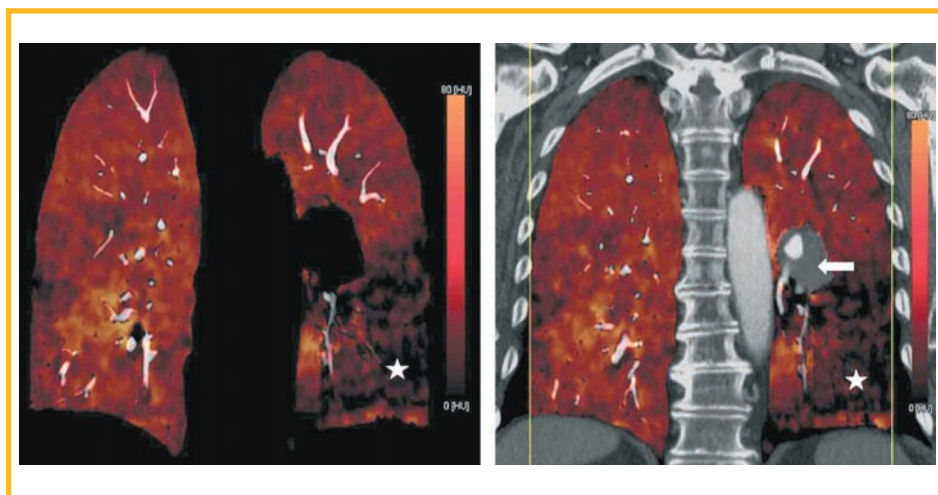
Фронтальная двуэнергетическая компьютерная томограмма с цветной картой объема перфузированной крови у больного хронической тромбоэмболической легочной гипертензией: окклюзия сосудов левой нижней доли (стрелка) и соответствующий крупный дефект перфузии (*)
